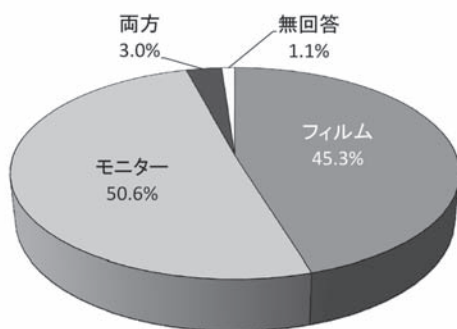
X線画像読影方式 フィルム vs モニター
